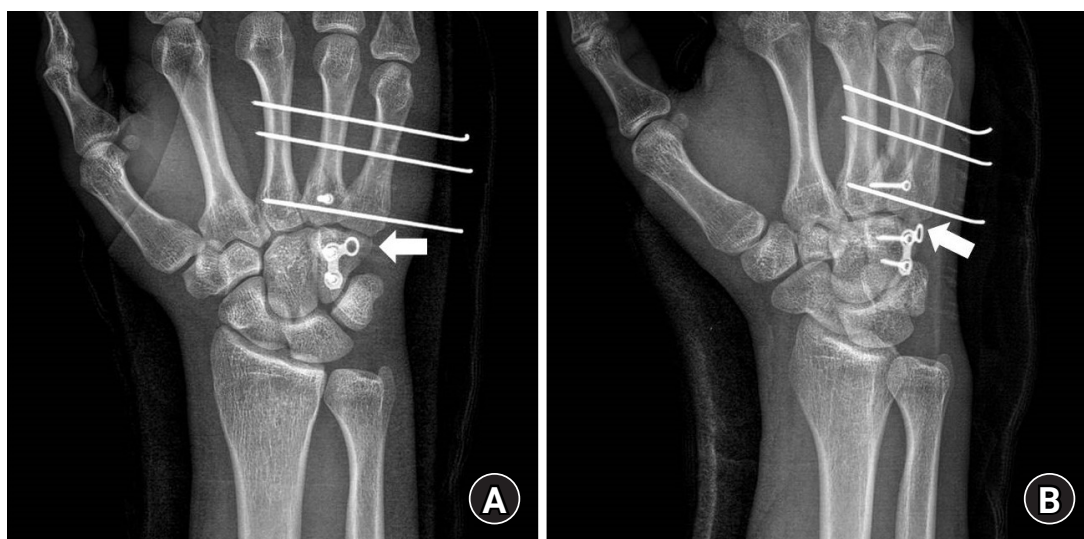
Postoperative plain radiographs (A, anteroposterior view; B, oblique view) at 4 weeks after open reduction and internal fixation with a self-designed dorsal buttress locking plate (arrow) and with intermetacarpal Kirschner-wire insertion. The radiographs show good reduction status.
